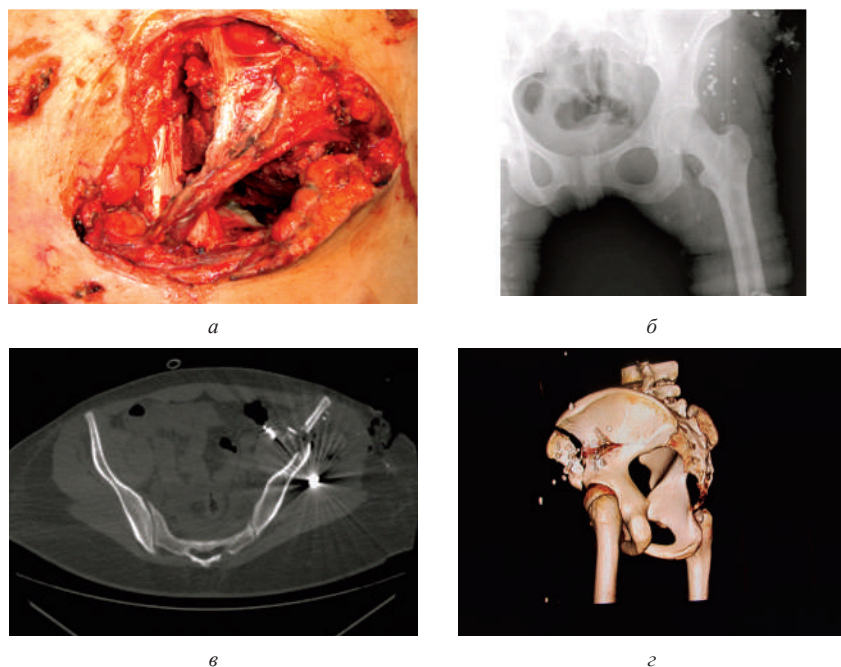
Внешний вид огнестрельной раны после множественного осколочного слепого ранения области таза и компьютерные томограммы таза: осколочные слепые ранения области таза: а – внешний вид огнестрельной раны таза, б – рентгенограмма области тазобедренного сустава, передне-задняя проекция, в – многооскольчатый перелом крыла левой подвздошной кости (тип А), инородные тела и костные отломки в полости таза, КТ таза, аксиальный срез, г – огнестрельный многооскольчатый перелом крыла левой подвздошной кости (тип А), 3-D реконструкция таза, вид сбоку
